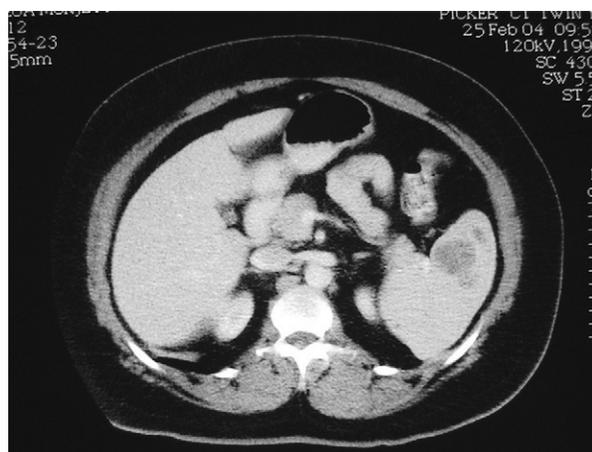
TC abdominal que muestra bazo de tamaño normal con lesiones hipodensas en su interior.
